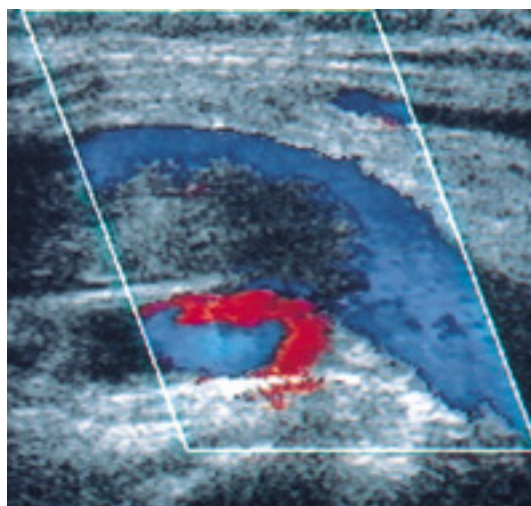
左大腿部，超音波検査（color Doppler 法，図4と同症例）．大腿静脈内の血栓および血栓による血流信号の欠如が明瞭に認められる．
